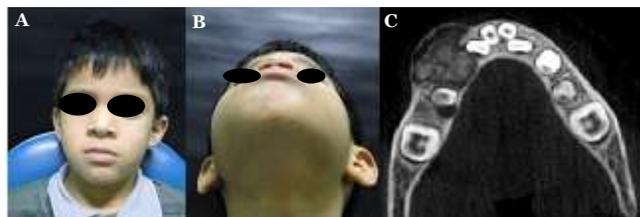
A. Vista clínica frontal; B. Vista inferior; C. TC corte axial demonstrando lesão circunscrita (Fonte: Acervo Pessoal).
